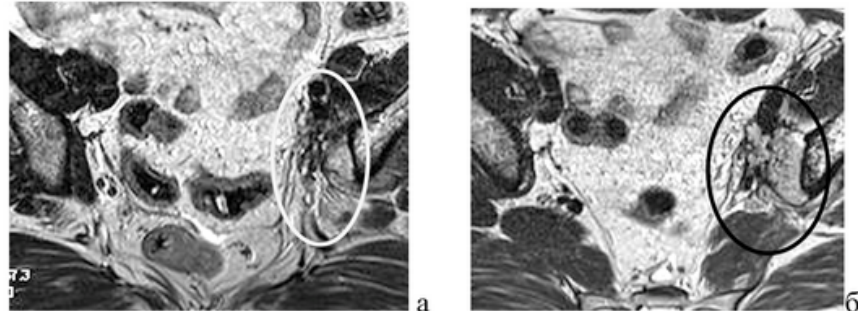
Магнитно-резонансные томограммы органов малого таза у больной с лимфогенным прогрессированием рака эндометрия в динамике: а — T2 взвешенное изображение в аксиальной проекции, обведена зона фиброзно-рубцовой деформации в левой подвздошной области; б — на фоне фиброза отмечается прогрессирование заболевания в виде увеличения объема опухолевых масс
